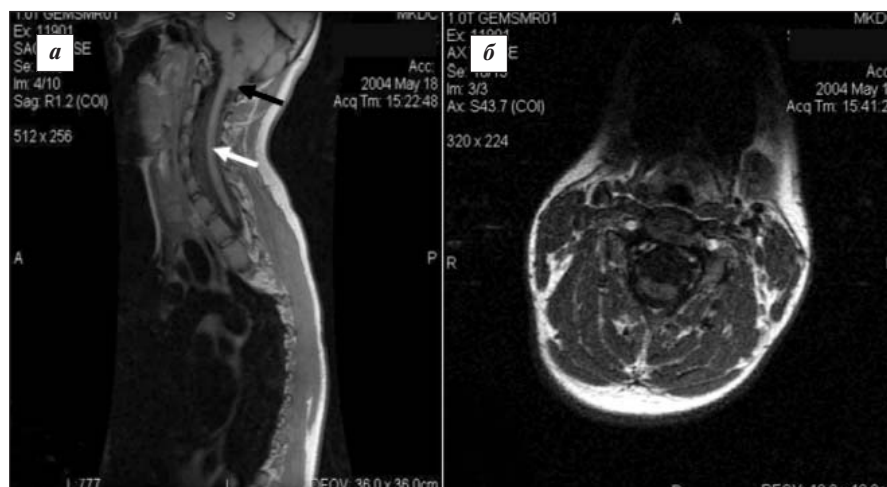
МРТ больного С., 19 лет. T1-взвешенные изображения: а — на сагитальном срезе шейно-грудного отдела позвоночника и краниовертебрального перехода (КВП) видны эктопия миндалин мозжечка (черная стрелка), коллапс полости на шейно-грудном уровне спинного мозга (белая стрелка), выраженная атрофия спинного мозга; б — на аксиальном срезе на уровне шейного отдела спинного мозга определяются минимальные признаки спаившейся полости, атрофия спинного мозга с изменением формы в виде сплющивания в переднезаднем направлении
